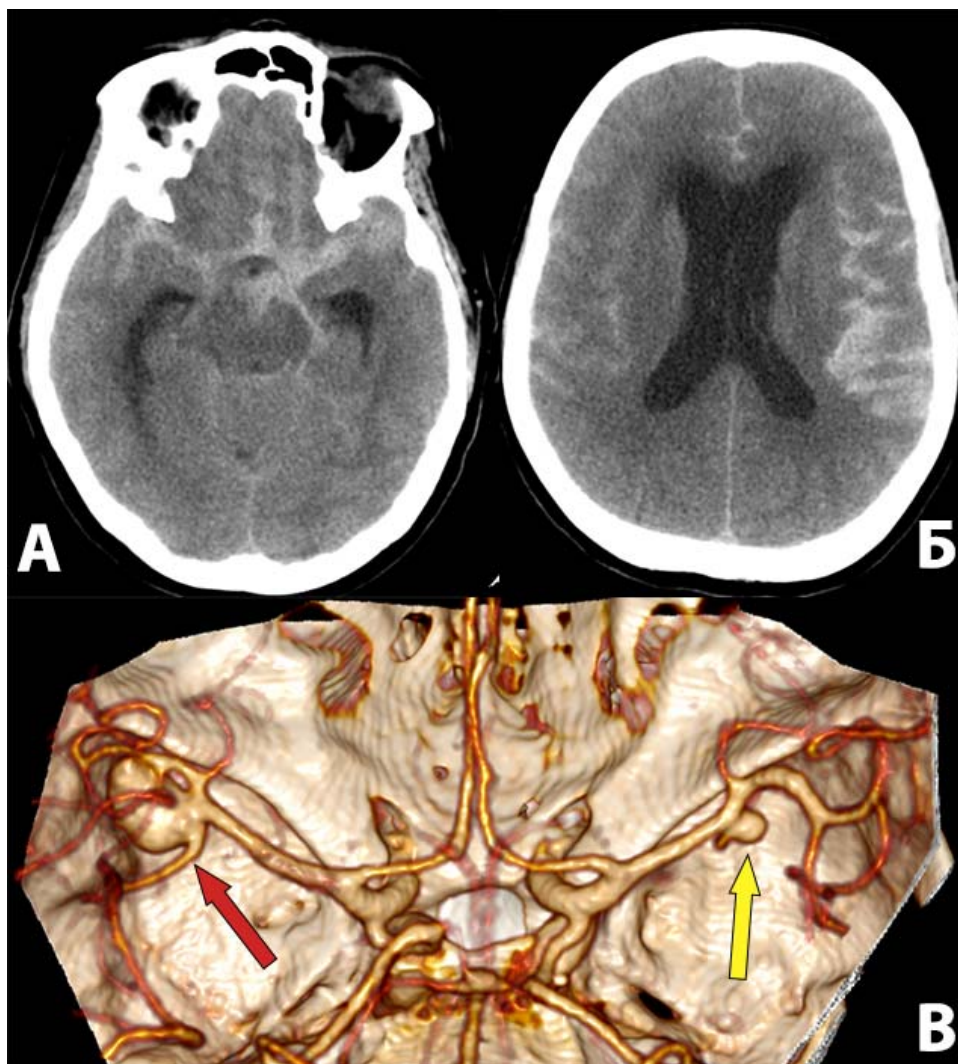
Результаты нейровизуализации пациентки К. до операции. А, Б – результаты нативного КТ-исследования. Визуализируются выраженные признаки массивного базального САК с конвексительным компонентом. В – результат КТ-ангиографии церебральных артерий, по данным которой выявлена средних размеров аневризма бифуркации СМА слева (источник кровоизлияния, обозначена красной стрелкой) и аневризма М1-сегмента правой СМА вне стадии разрыва (обозначена желтой стрелкой)
